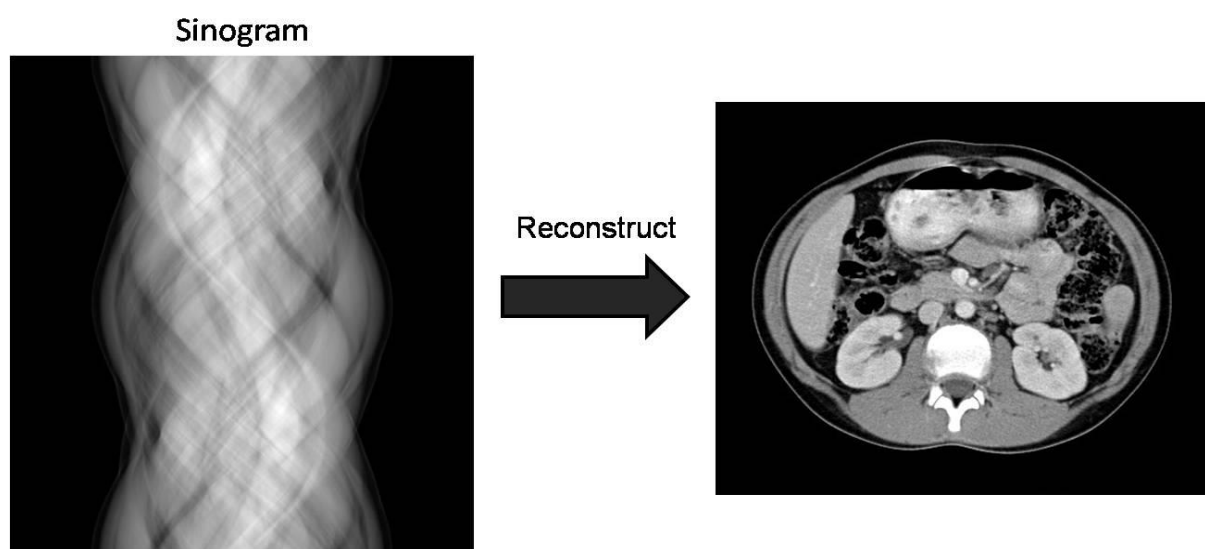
Sinogramme et reconstruction tomographique d'une acquisition par rayons X (par Pol Grasland – Mongrain)
